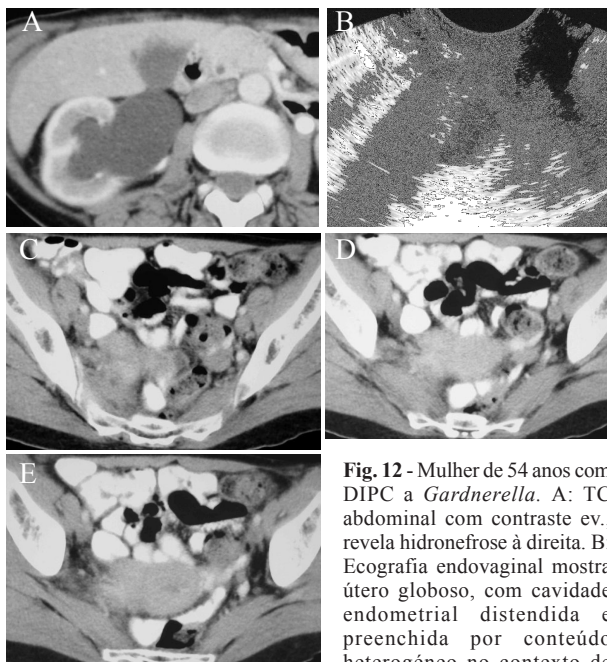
Mulher de 54 anos com DIPC a *Gardnerella*. A: TC abdominal com contraste ev., revela hidronefrose à direita. B: Ecografia endovaginal mostra útero globoso, com cavidade endometrial distendida e preenchida por conteúdo heterogêneo no contexto de endometrite. C: TC pélvica com contraste ev., mostra útero globoso, com indefinição dos contornos e densificação da gordura da cavidade pélvica.
